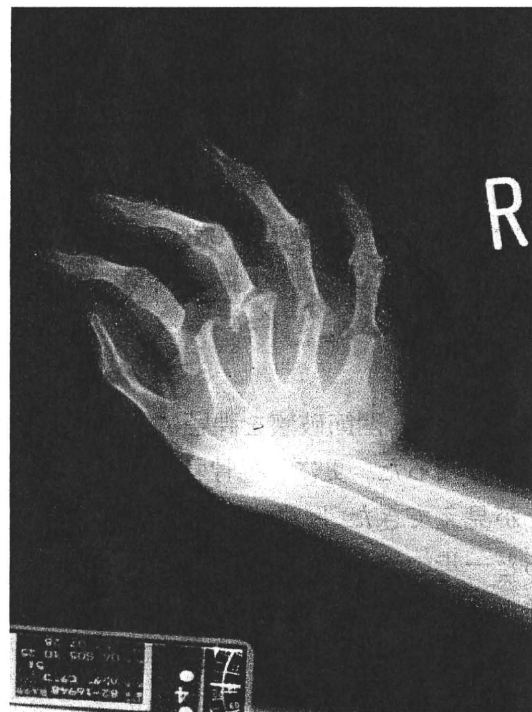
最重症RA(ムチランス型)にみられる関節破壊像でムチランス変形と呼ばれる、骨端部が切られたようなX線像が特徴的である。
